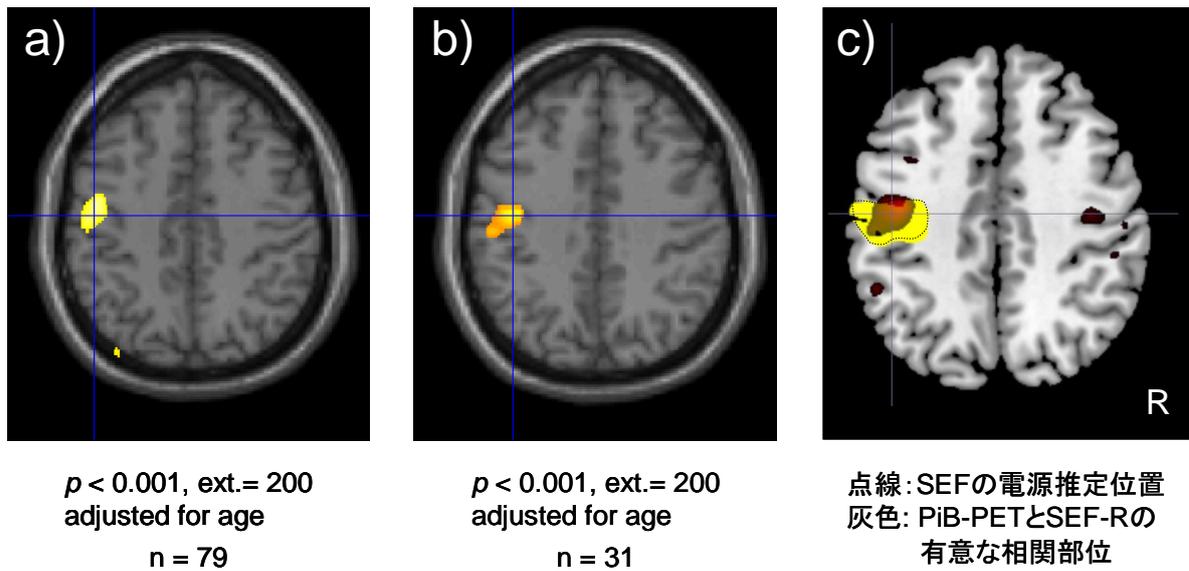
脳磁図(SEF-R)と PiB-PET との regression analysis
